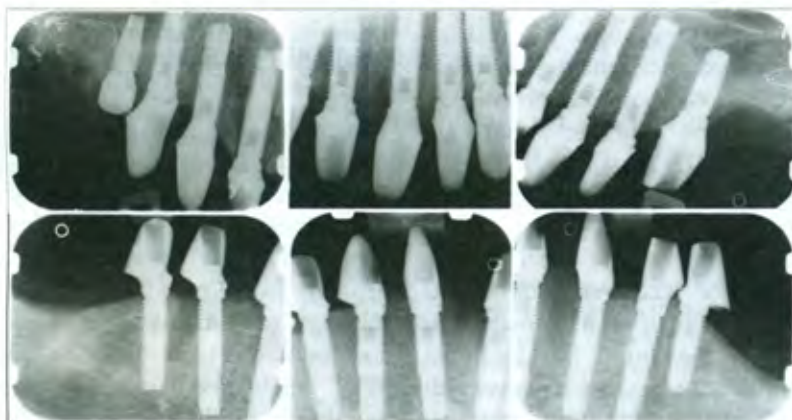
Il controllo, con radiografie endorali periapicali, dell'accoppiamento tra fixture e abutment. L'ultimo impianto superiore di destra, poiché presenta mobilità, verrà rimosso
